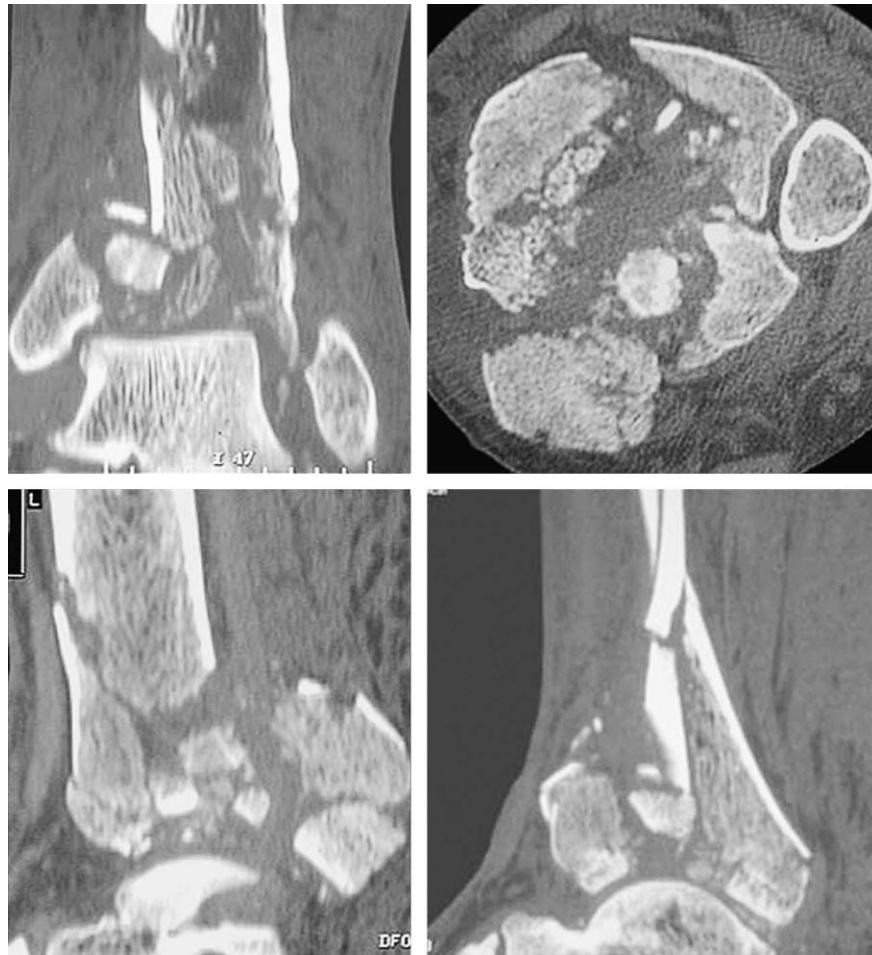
TAC preoperatorio de una superficie articular no reconstruible.
